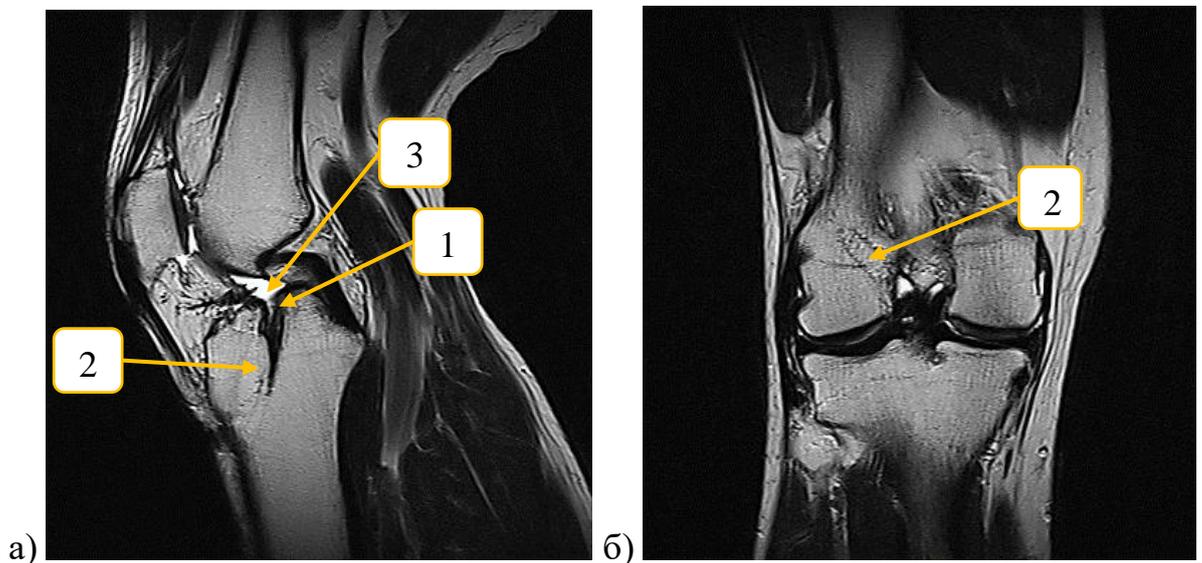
МРТ коленного сустава военнослужащего П., 24 лет, с разрывом ВТВ ауто трансплантата ПКС левого коленного сустава (1 – культя ауто трансплантата; 2 – перестроившийся костный блок в костном канале; 3 – синовит): а) сагиттальный срез; б) фронтальный срез.
